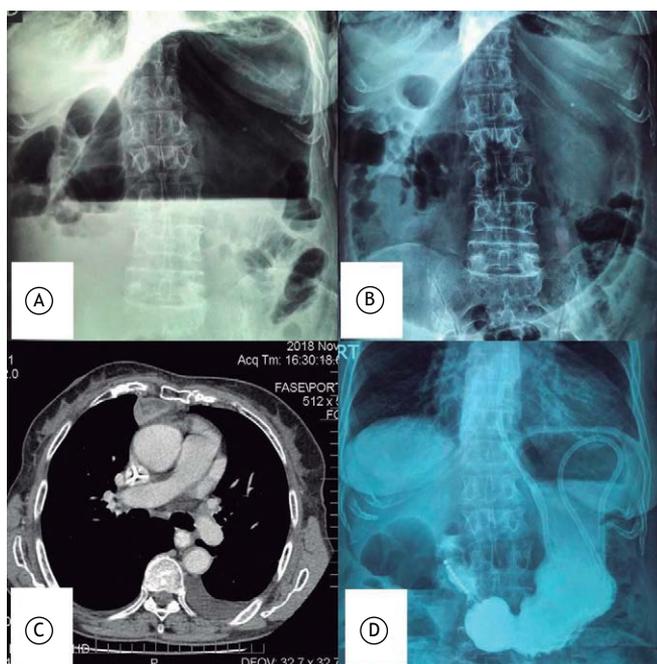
Em A e B, radiografia de abdome mostrando distensão gástrica. Em C, imagem de TC mostrando tumor bem delimitado em mediastino anterior. Em D, gastrografia indicando esvaziamento gástrico normal.
